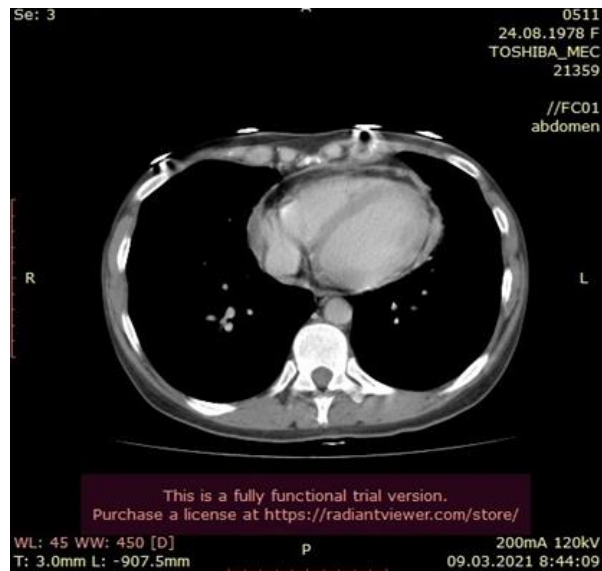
Контрольне КТ-дослідження пацієнтки Д., виконане через 1 рік.
